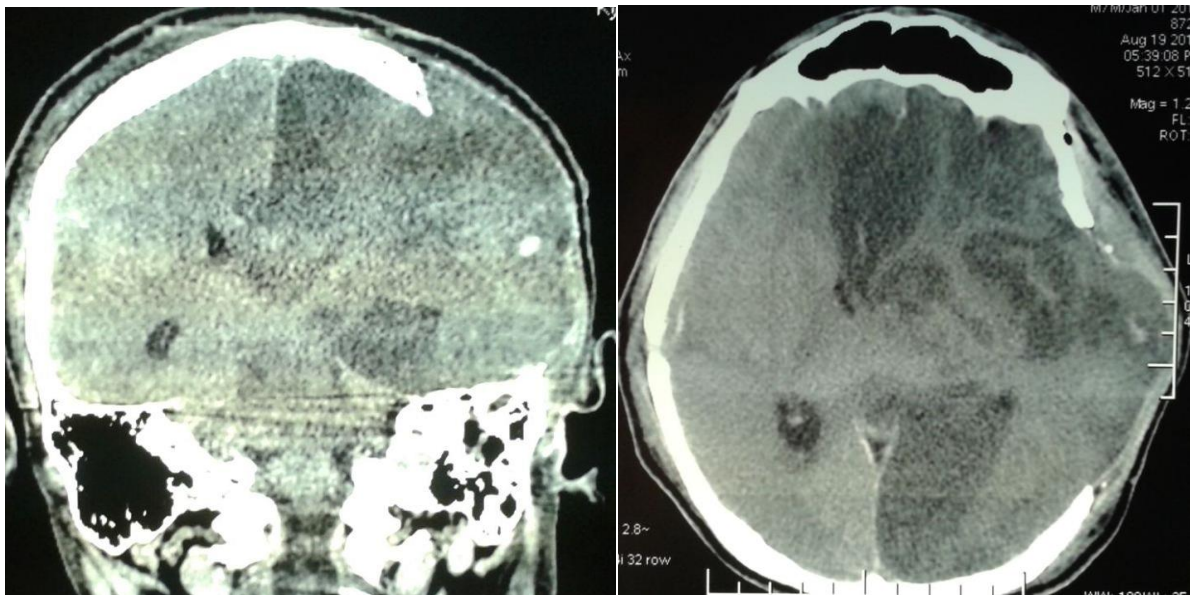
КТ головного мозку А – коронарна проекція, Б - аксіальна проекція. Візуалізовано набряк головного мозку пролабуванням речовини головного мозку в кісткове вікно. На фоні кульового поранення можна бачити розвиток гострого порушення мозкового кровообігу за ішемічним типом.
